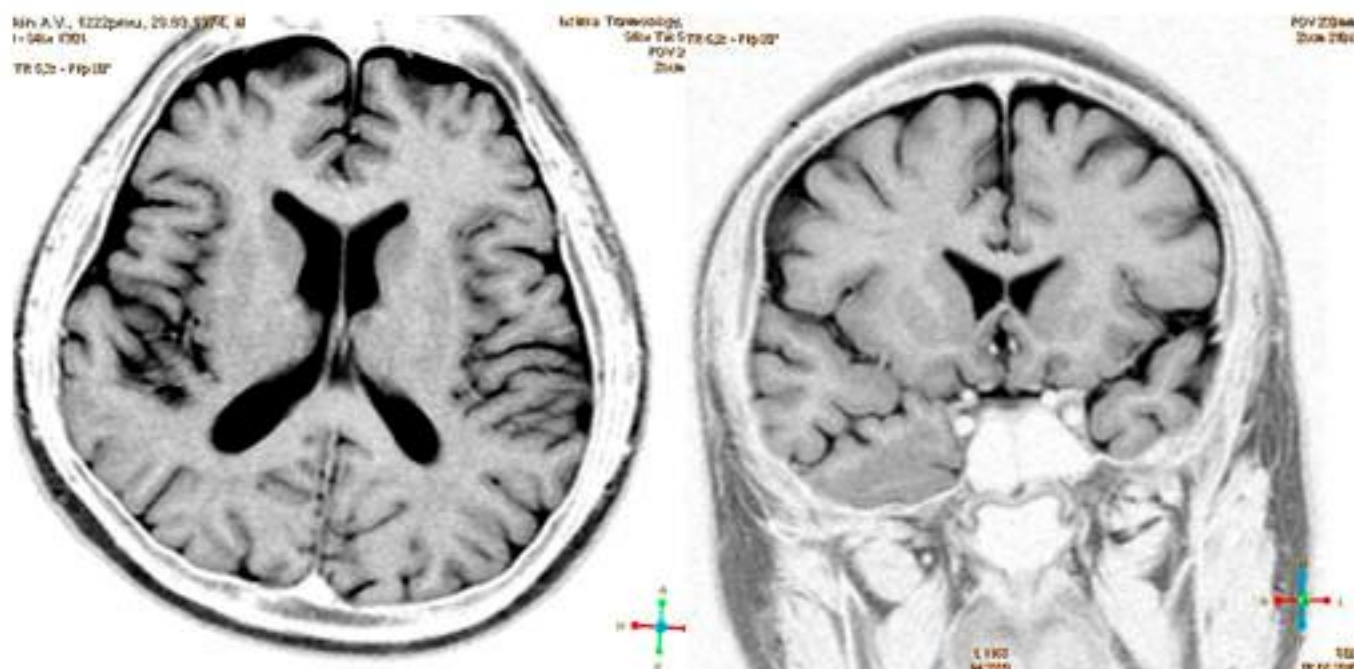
МРТ головного мозга больного Р.
